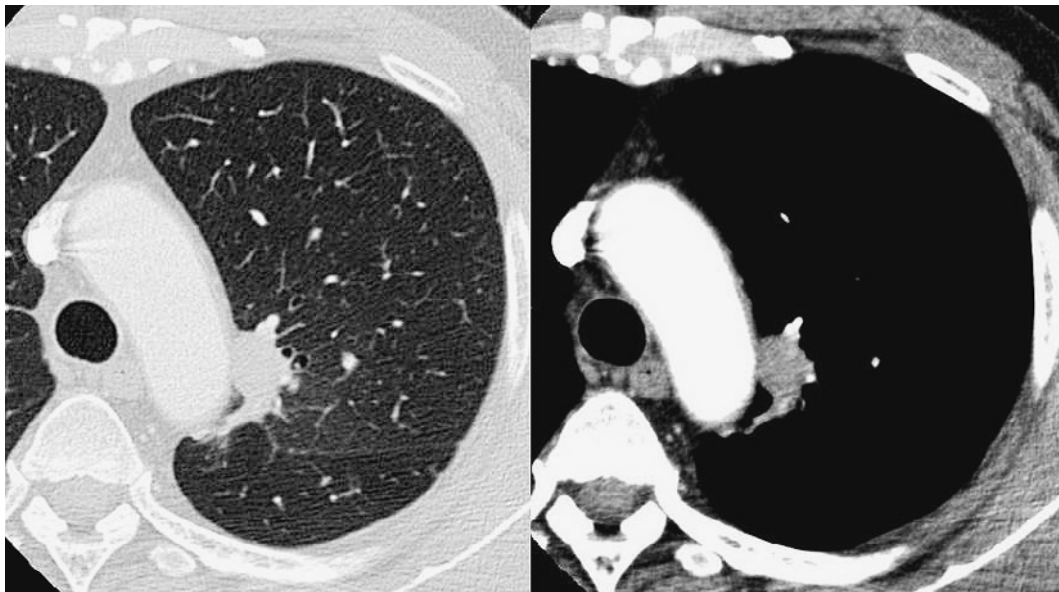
Chest computed tomography disclosed a well-defined, homogeneous nodule in the S¹⁺² of the left upper lobe.
